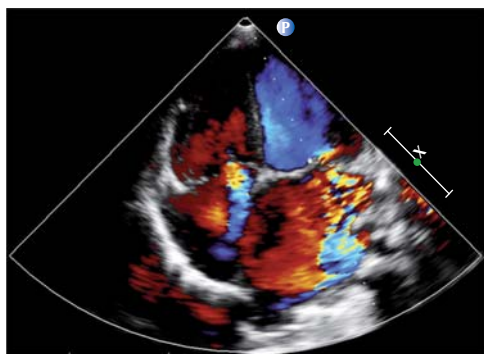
Ecocardiograma Doppler color transtorácico revela insuficiencia mitral severa.
